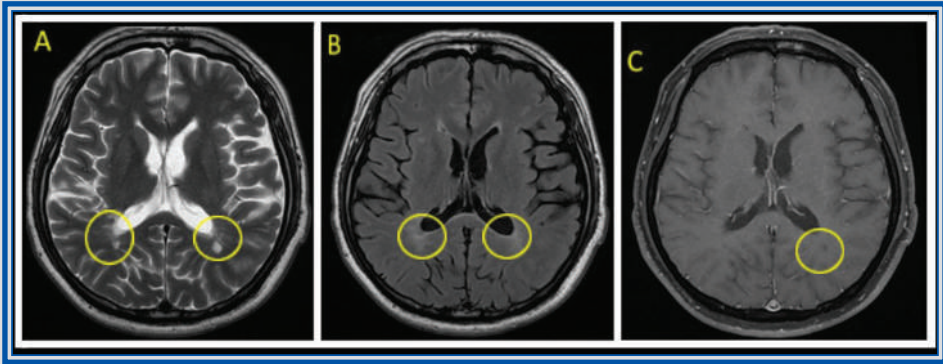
Capítulo 16. IRM de encéfalo (mismo paciente que el de la figura 1). En secuencias T2 (A) y FLAIR (B) existen lesiones periventriculares, una de las cuales es hipointensa en secuencias T1 poscontraste (C), que permite demostrar menor carga lesional en encéfalo que la presentada a nivel medular.
